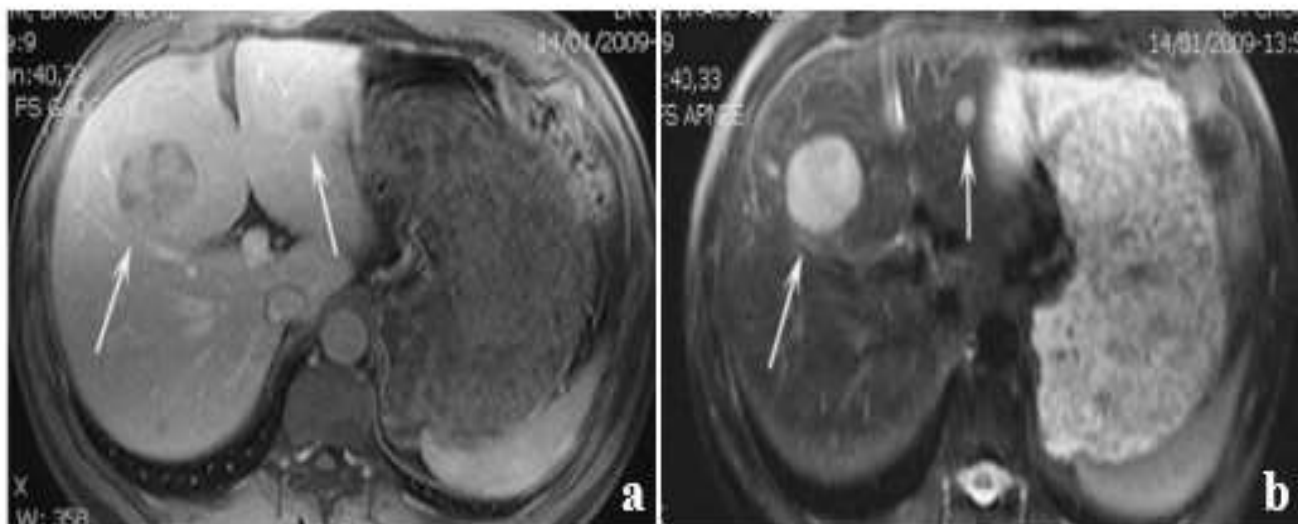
IRM hépatique montrant deux lésions secondaires d'une TNE pancréatique. Les lésions apparaissent en hyper signal T2 et prennent le produit de contraste après injection intraveineuse de gadolinium (flèches blanches). (a : image en pondération T1 ; b : image en pondération T2) [64].
